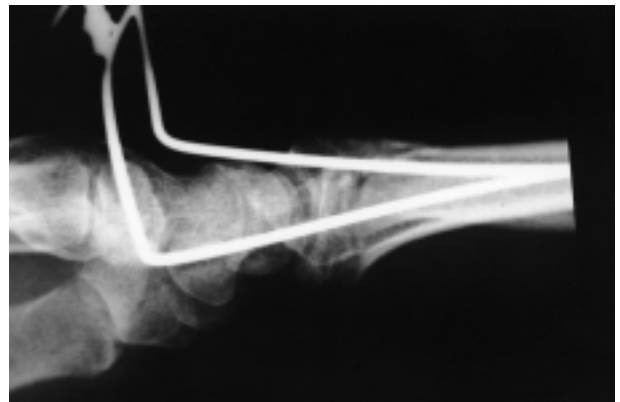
P.L. maschio, 36 a.; quadro radiografico in a.p. e laterale dopo riduzione a cielo chiuso e stabilizzazione con il sistema Epibloc.
